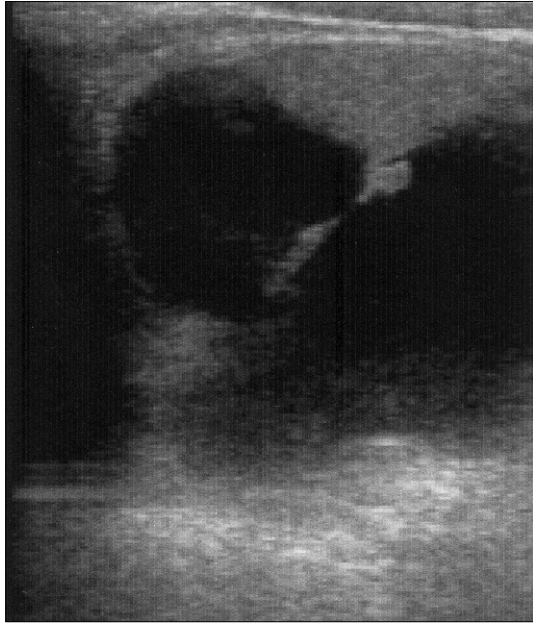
Ultrasonography of the neck showing a 5×6 cm-sized septated hypoechoic nodule with internal echogenic portion adjacent to the inferior portion of the left thyroid gland.
